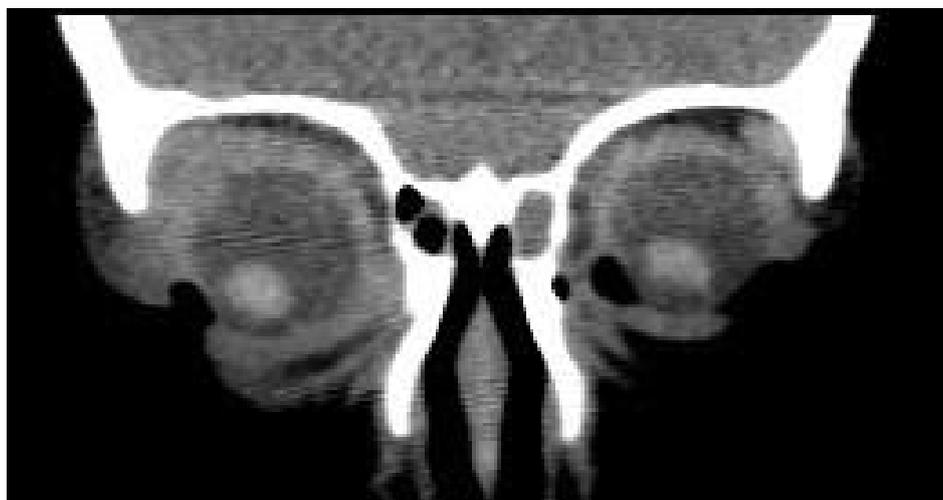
TC en paciente con sospecha dacrioadenitis derecha.
